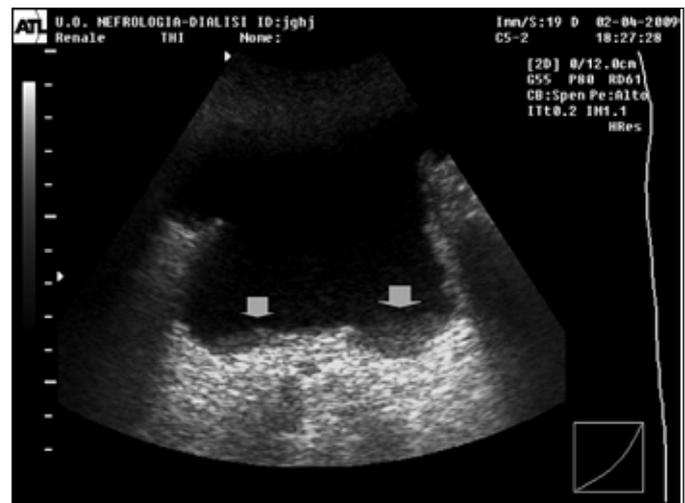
Ecografia B-mode - Presenza di materiale iperecogeno sul fondo vescicale (freccia) e pareti vescicali ispessite.
